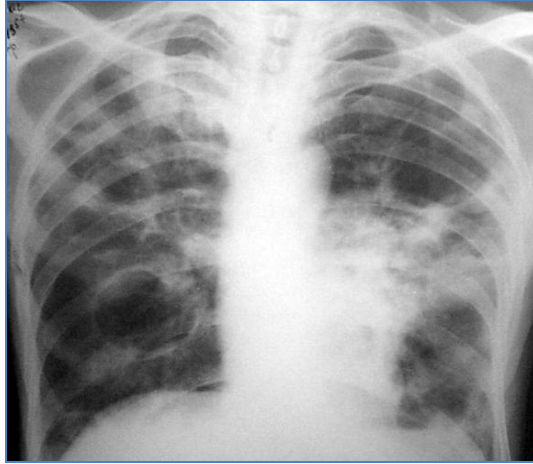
Обзорная рентгенограмма ОГК. Синдром кольцевидной тени.
